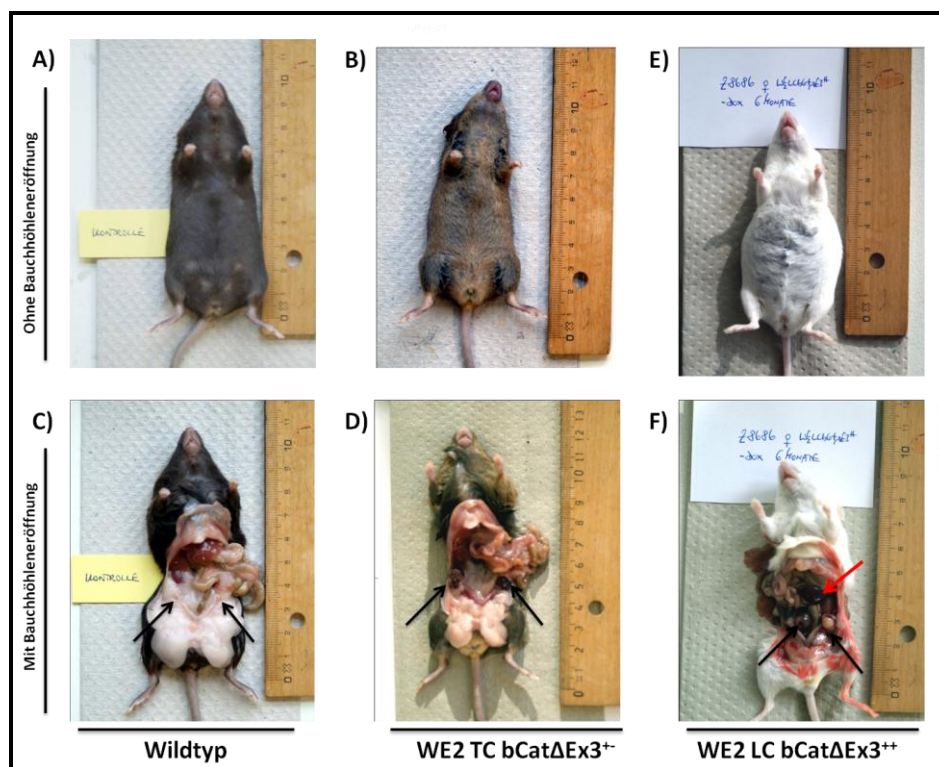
Darstellung des WE2 TC bCat Δ Ex3- und WE2 LC bCat Δ Ex3-Phänotyps
